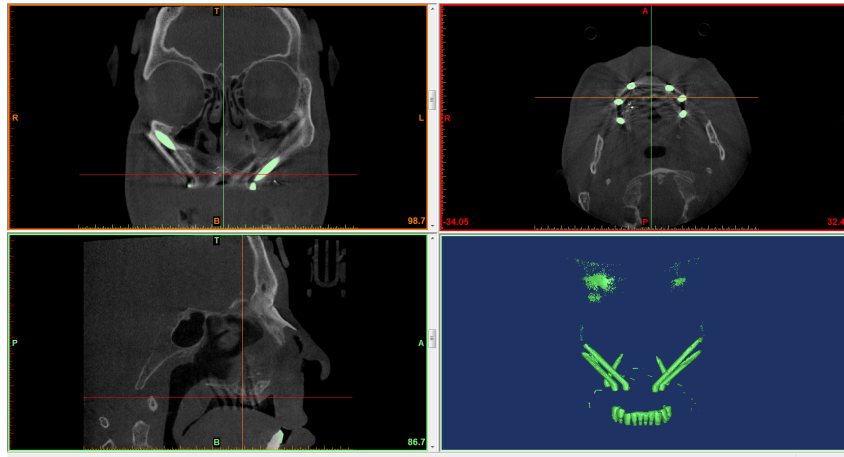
Estrazione dei file STL degli impianti dalla TC Cone-Beam post-intervento; software Mimics 10.01, valore di tresholds: Min 2239 Max 3071
